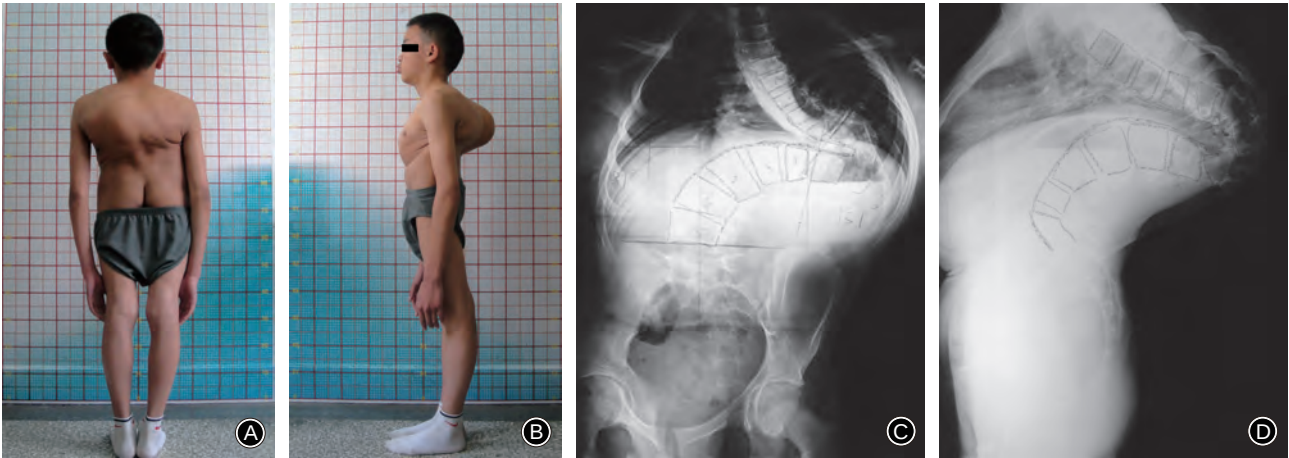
男,17岁,重度僵硬角状后凸脊柱畸形 a,b 术前正侧位外观像,示重度僵硬角状后凸脊柱畸形 c,d 术前站立正侧位X线片示术前测量主弯冠状面Cobb角157°,矢状面后凸Cobb角180°
